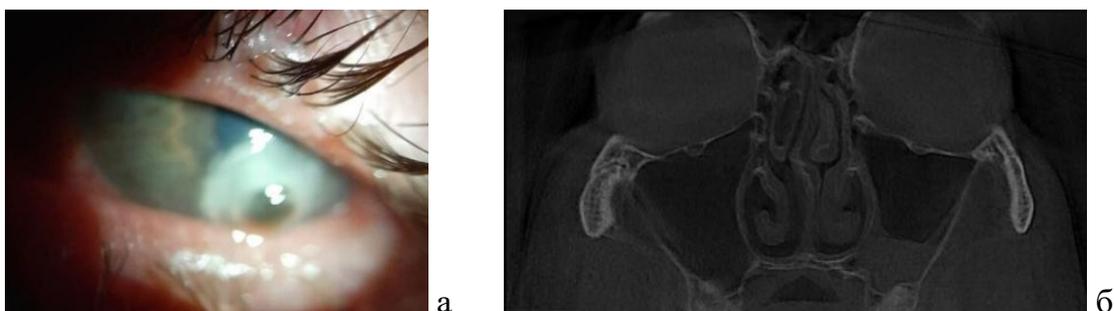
а - инфильтрат роговицы левого глаза в нижне-наружном квадранте с зоной перфорации роговицы, тампонирующей радужной оболочкой; б – тот же пациент, компьютерная томография ОНП - уровень экссудата в левой ВЧП.
